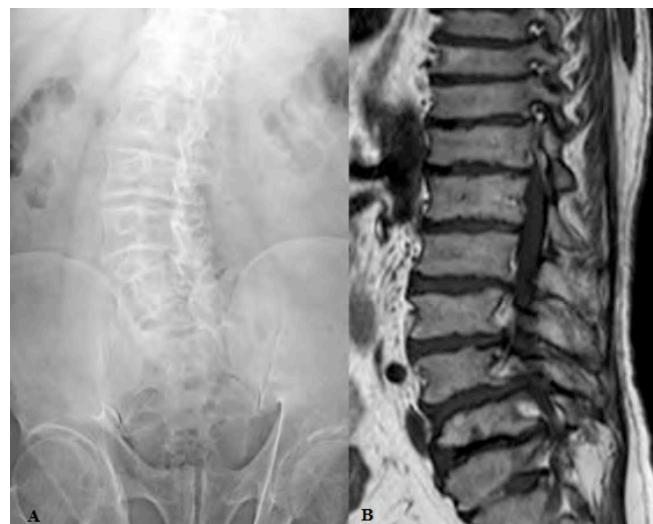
X-ray of the lumbar spine in anterior-posterior projection (A) T1 weighted sagittal lumbar spine MRI (B).
